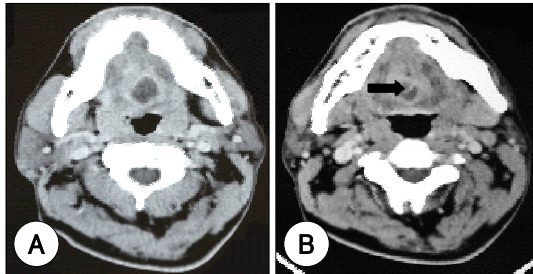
Preoperative CT scan. A : A relatively well-margined abscess formation at the tongue base is identified. B : A linear calcified density (arrow) in the abscess is detected.
